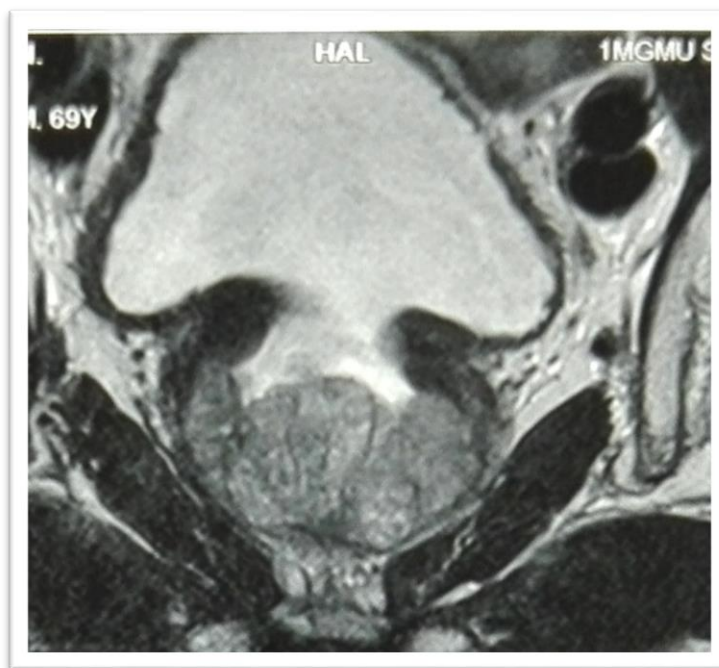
МРТ органов малого таза
